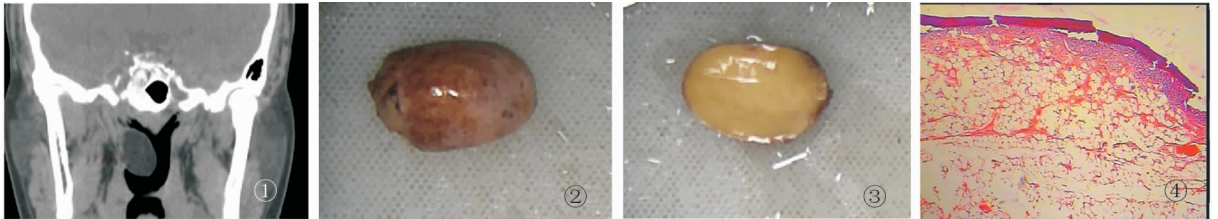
术前CT示右侧鼻咽侧后壁占位 图2 脂肪瘤的肉眼观察,肿物表面光滑,包膜完整 图3 肿物切面观察,切面实性,灰黄色,脂肪样 图4 病检示黏膜下大量脂肪细胞 (HE × 100)
